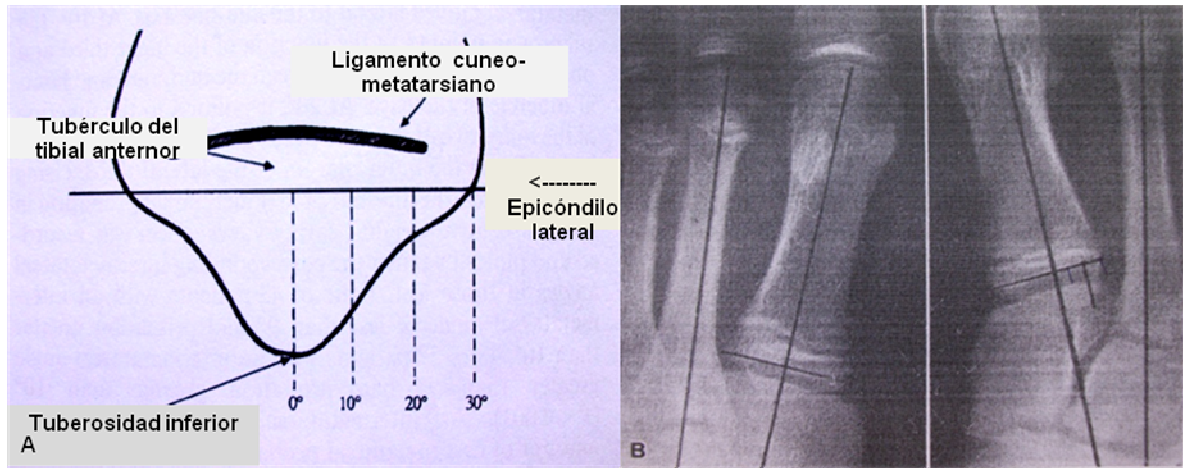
Descripción de Eustace sobre la pronación del primer metatarsiano. A: Imagen que muestra la tuberosidad inferior en la base del primer metatarsiano. B: Radiografía anteroposterior de pie que muestra la rotación de 0° en la imagen de la izquierda y 20° en la de la derecha.
